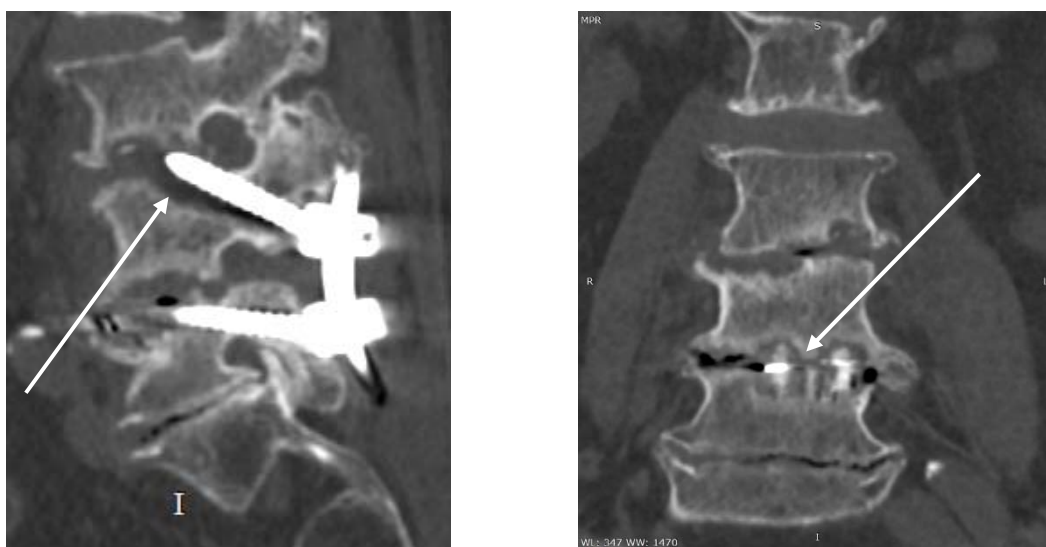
Tomografia computerizată de control la 6 luni postoperatoriu prezintă semne radiologice evidente de prezență a pseudartrozei
